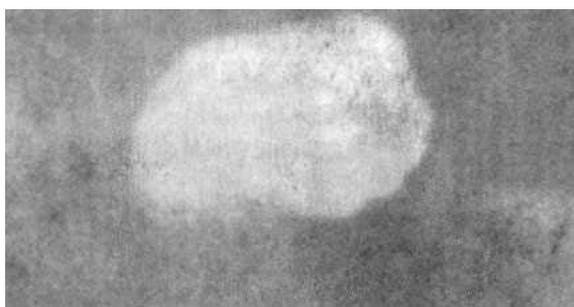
Участок трупного пятна после надавливания на него пальцем (более светлый, овальный). В месте надавливания трупное пятно побледнело, но не исчезло совсем, это свидетельствует о том, что трупные пятна находятся в стадии диффузии
